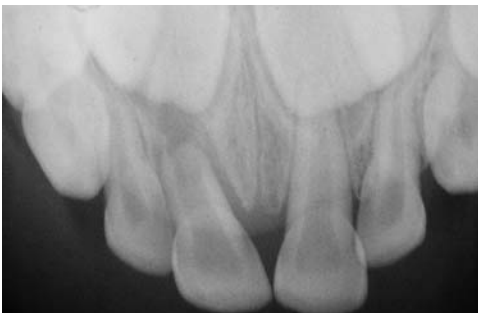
Radiographie du cas
